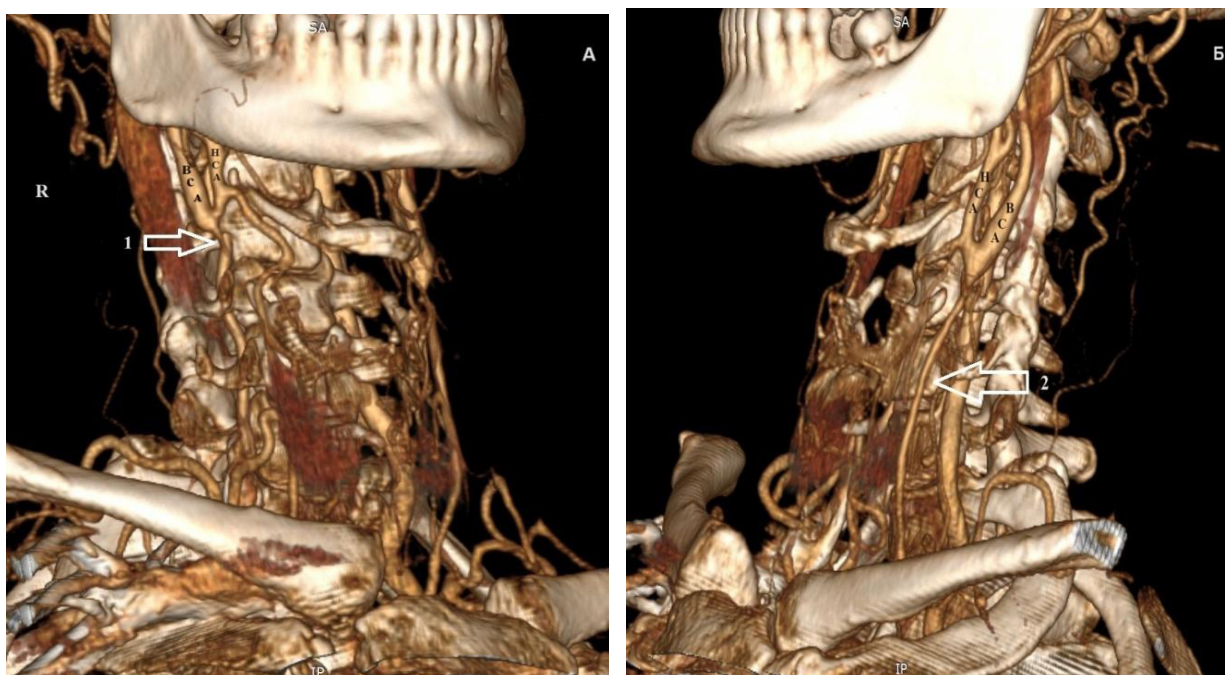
3D-реконструкция результатов компьютерной томографии с контрастированием сосудов системы БЦА: А — окклюзия правой ОСА (1); Б — стеноз левой ОСА (2) (собственные данные авторов)
